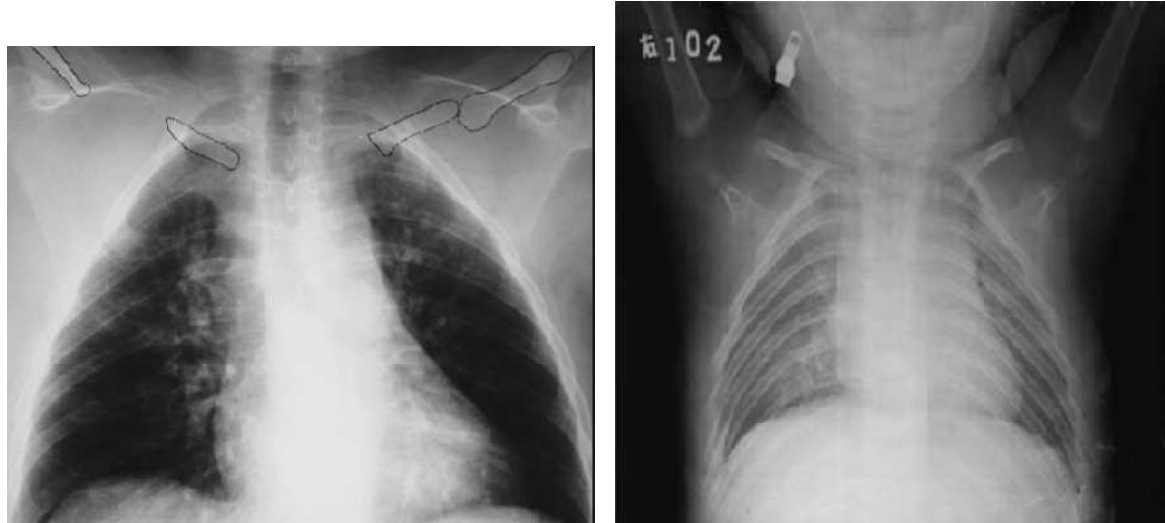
Radiografías que muestran porciones ausentes claviculares en el síndrome de CCD.³⁵
